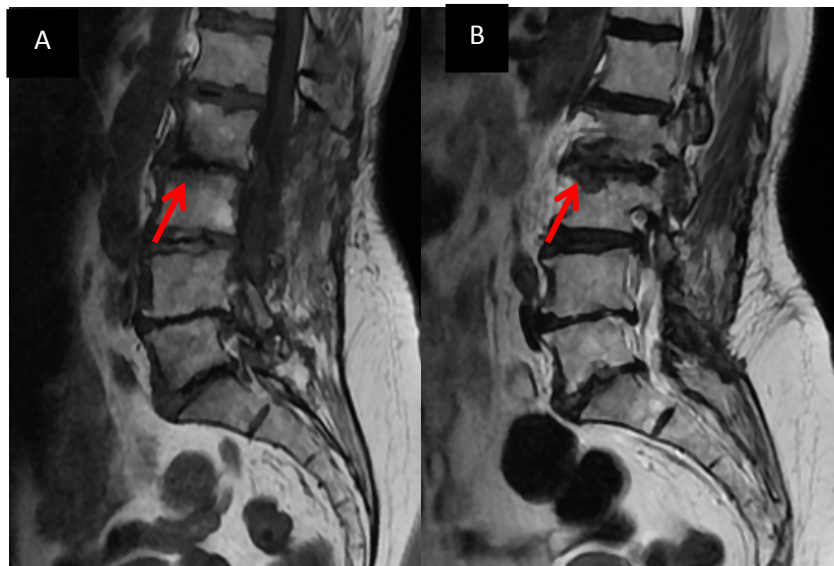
IRM en pondération T1 et T2 en coupes sagittales objectivant une irrégularité des plateaux vertébraux à l'étage L2-L3 avec anomalie de signal en hyposignal T1 (A), hyposignal T2 (B) (flèche)
